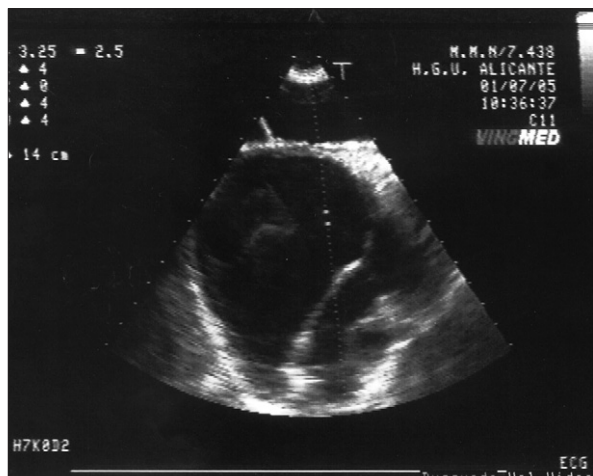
Eco-Doppler torácico: dilatación aneurismática de aurícula derecha con fenómeno de autocontraste en su interior.
